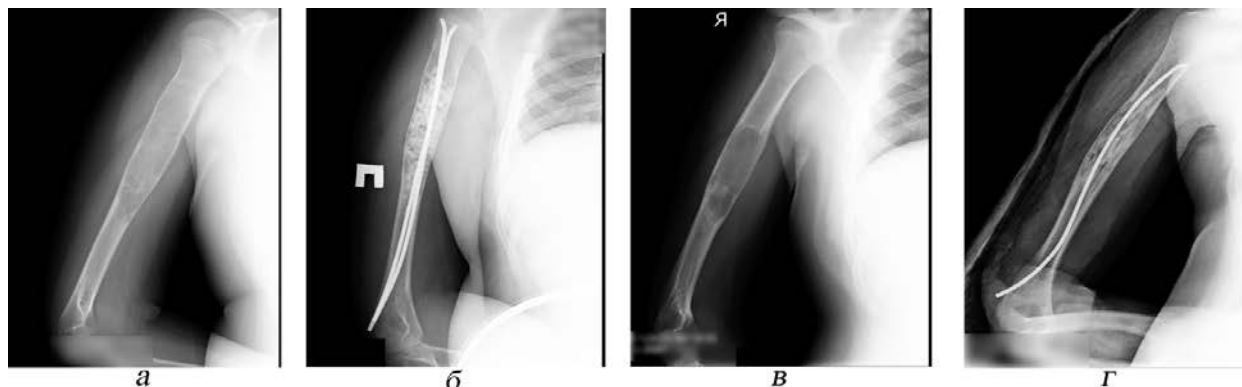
Пациент Ю. 2003 года рождения. Диагноз: аневризмальна киста верхних 2/3 правой плечевой кости. Срок наблюдения 41 мес. Степень заживления по модифицированной классификации Neer – 4. Рентгенограммы плечевой кости: а – до операции; б – после операции (костнопластический материал – «Allomatrix»); в – через 3 года после операции – рецидив аневризмальной кисты; г – после оперативного вмешательства по поводу рецидива (костнопластический материал кортикальные аллотрансплантаты – «Костма»)
